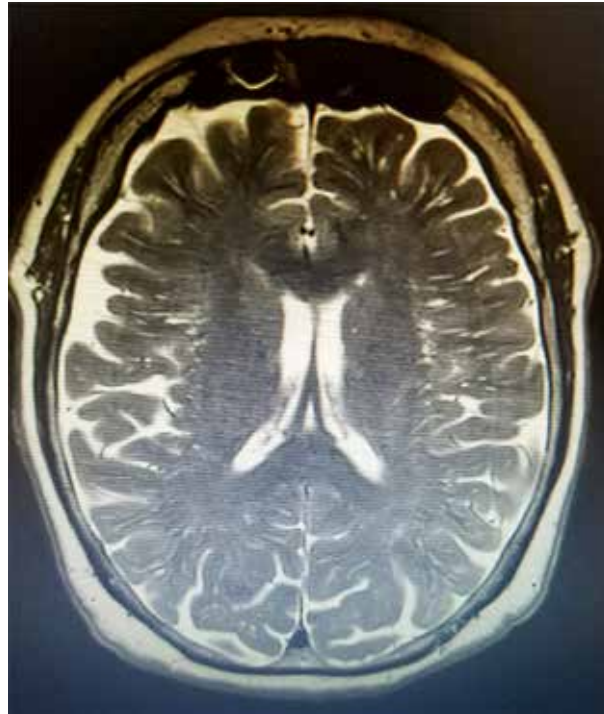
Картина ХИМ (пациентка 73 лет не менее десяти лет страдает артериальной гипертензией с подъемами артериального давления до 170/90 мм рт. ст., острых сосудистых эпизодов нет. Жалобы на головокружение, неустойчивость при ходьбе и снижение памяти. На момент осмотра: MMSE 26 баллов, брадифрения, конструктивная диспраксия. В неврологическом статусе – оживлены рефлексы орального автоматизма, тенденция к расширению базы ходьбы. МРТ – очаговые изменения перивентрикулярного и субкортикального белого вещества)
